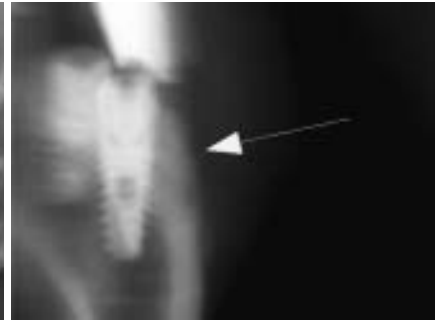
Transversale Tomografie nach dreimonatiger Einheilung – das Augmentat ist vestibulär gut zu erkennen (Pfeil).
